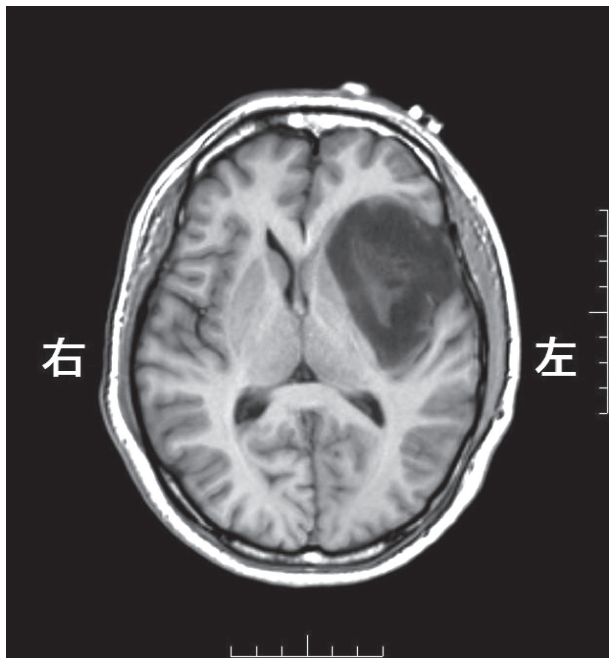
術前の頭部MRI (T1強調画像) 左の前頭葉から側頭葉にかけて、5×7cmの脳腫瘍がみられる。
